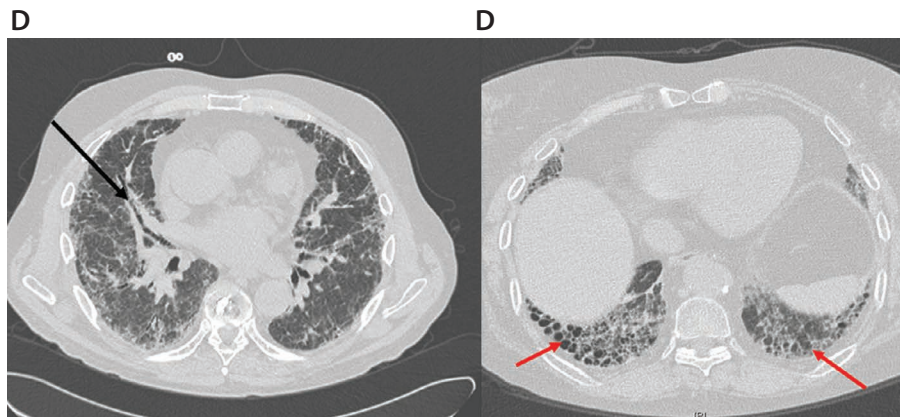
20 Imagine CT a pneumoniei interstițiale uzuale (PIU), cunoscută și ca fibroză pulmonară idiopatică (FPI). Manifestările clasice includ bronșiectazii de tracțiune (săgeata neagră) și leziuni de tip fagure de miere (săgețile roșii). Se observă predominanța subpleurală, bazilară, a leziunilor de tip fagure de miere.
